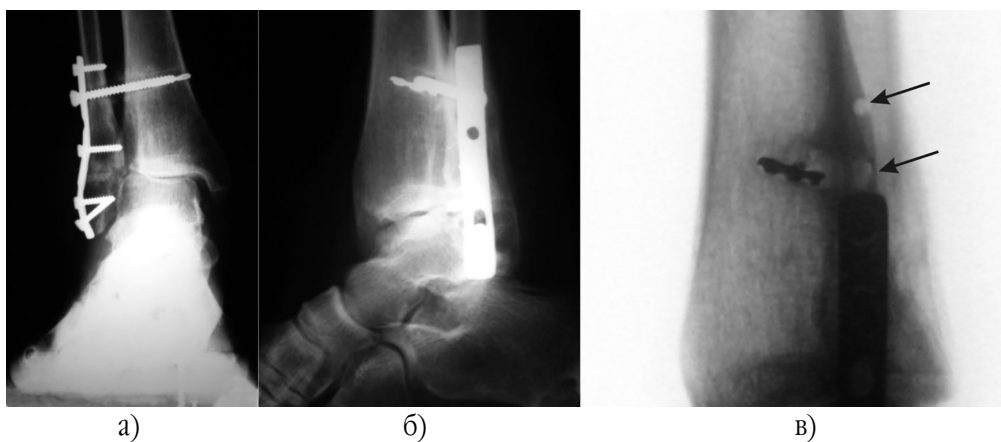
Ушкодження “В”, неправильно зрощений перелом латеральної кісточки. Навантажувальна рентгенограма гомілковостопного суглоба у прямій проекції; неточна репозиція латеральної кісточки, латеральне зміщення таранної кістки, nereкомендовані розташування та напрям блокувального гвинта (а). Одна з бокових проекцій, фрагмент зламаного свердла (б). Бокова проекція під час реконструктивної операції; стрілками відмічені отвори по задній поверхні ВГК, через нижній з яких був проведений блокувальний гвинт (в)
